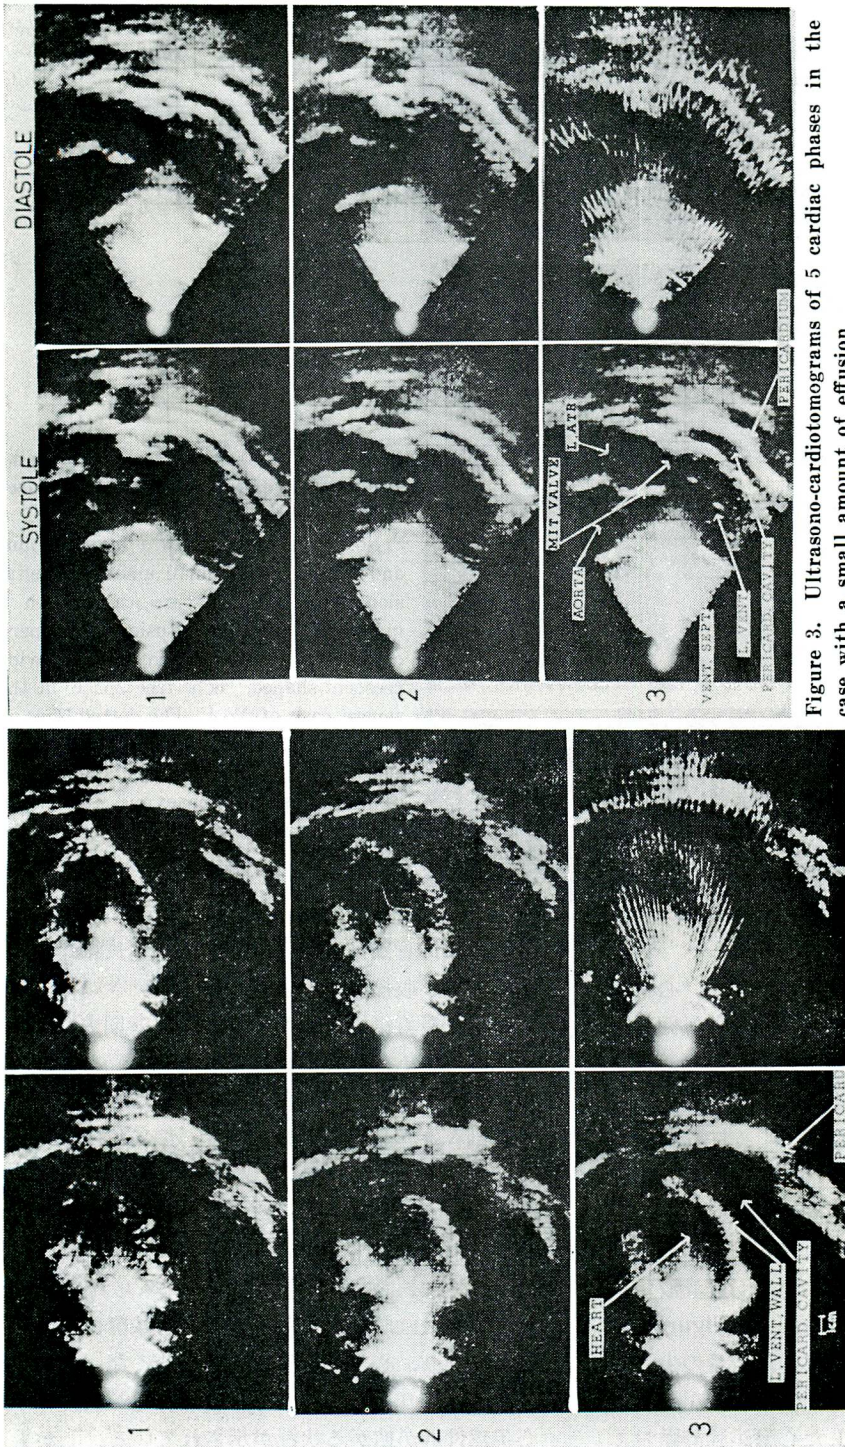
Ultrasono-cardiotomograms obtained at 5 cardiac phases in the case with a large amount of pericardial effusion
